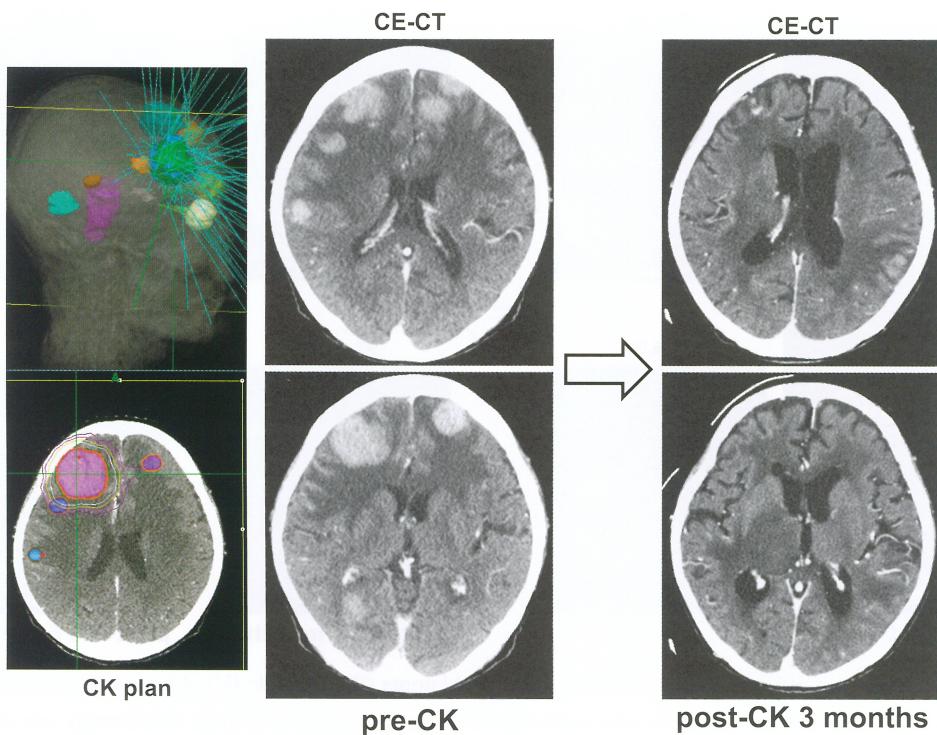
A 89-year-old woman with recurrent metastatic malignant lymphoma. During remission of malignant lymphoma of maxilla, head CT was performed because of sudden onset of dementia. Contrast-enhanced CT (CE-CT) shows multiple enhanced metastatic tumors in bilateral frontal lobes and other lobes before CK therapy. CK therapy (21Gy in 3 fractions) was performed against multiple tumors in frontal lobes simultaneously for short period as palliative care. Three months after CK therapy, Gd-T1 revealed marked regression of irradiated tumors and thereafter she spent enough time with her family.
